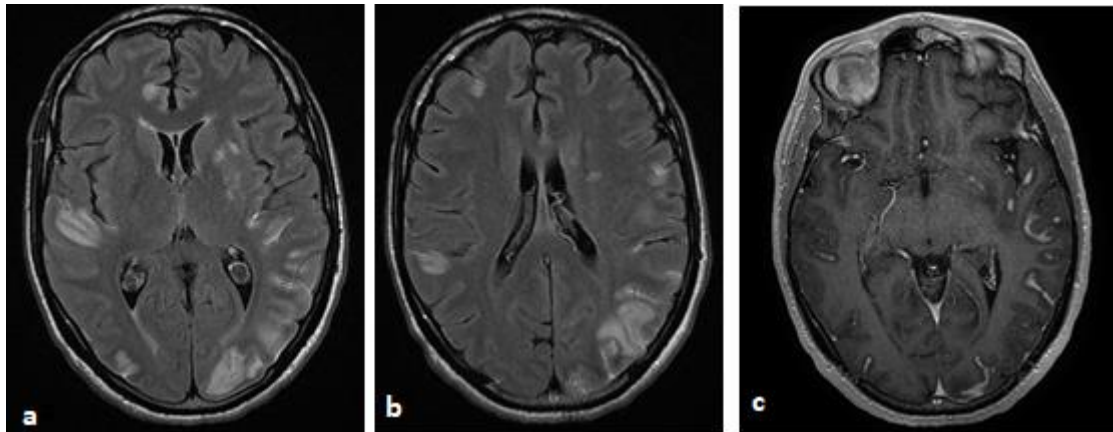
IRM cérébrale en coupes axiales en séquences pondérées FLAIR (a) et (b), en séquences pondérées T1 avec injection du gadolinium (c) montrant un hyper signal FLAIR étendu du ruban cortical en sus tentoriel avec épaissement et prise de contraste nodulaires et gyriforme des espaces lepto-méningés en faveur d'une méningite tuberculeuse.
